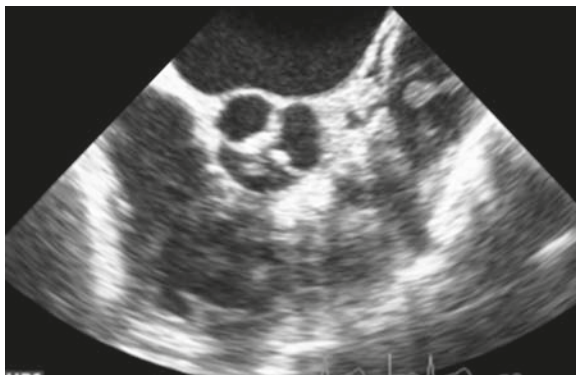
Ecocardiograma transesofágico, vista a 60°, base del corazón. Se observa la vegetación adherida a la pared de la arteria pulmonar, cerca del extremo ductal.
